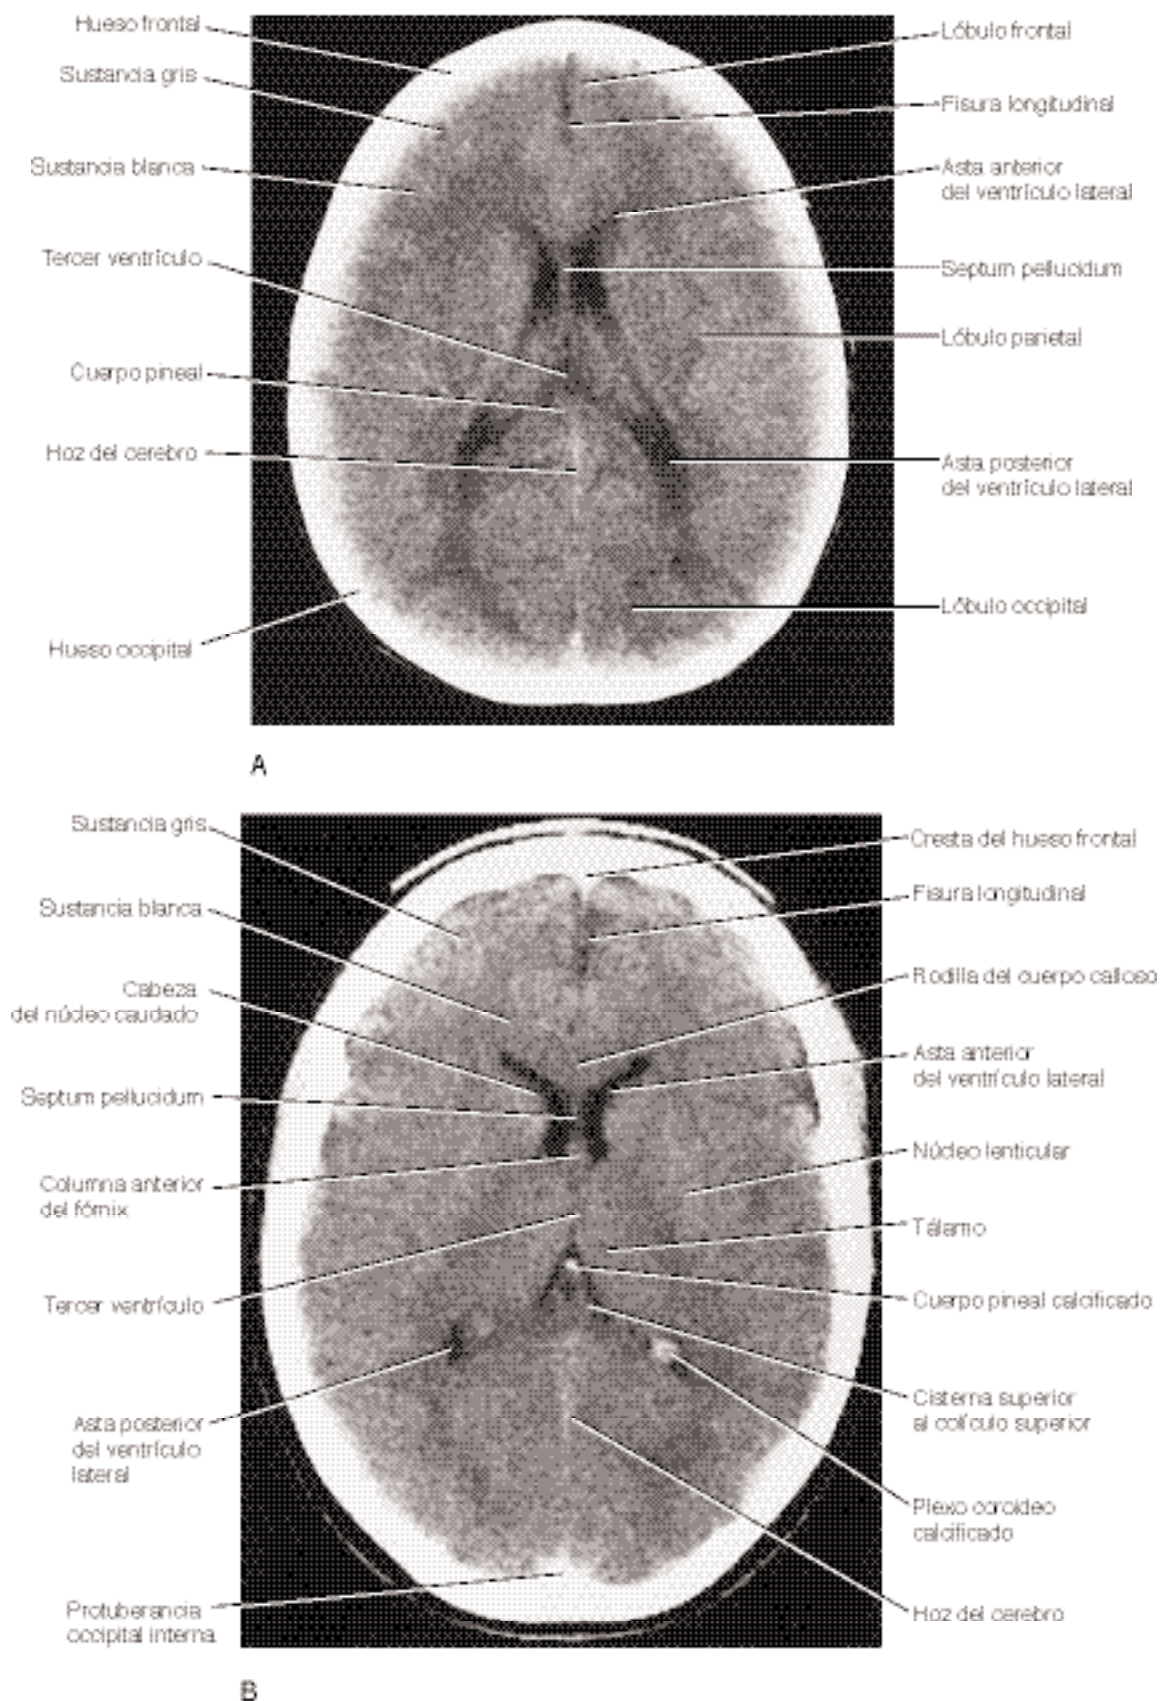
TC que muestra la estructura del encéfalo. A y B. Cortes horizontales (cortes axiales).
